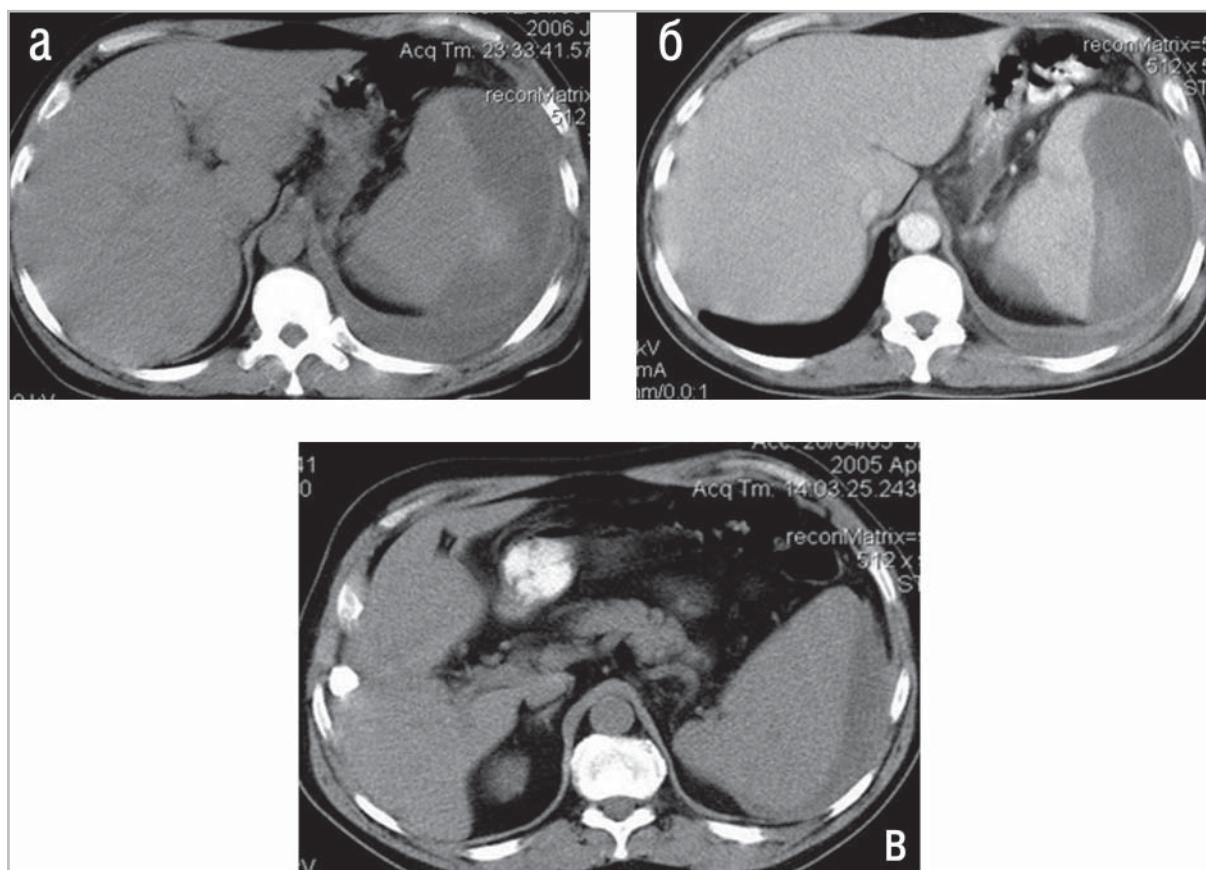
СКТ живота. Увеличение объема гематомы селезенки с 485 см³ до 717 см³. Отрицательная динамика с 8 (а) до 14 суток (б) после травмы; в – 7-ые сутки после травмы – уменьшение объема подкапсульной гематомы селезенки.
